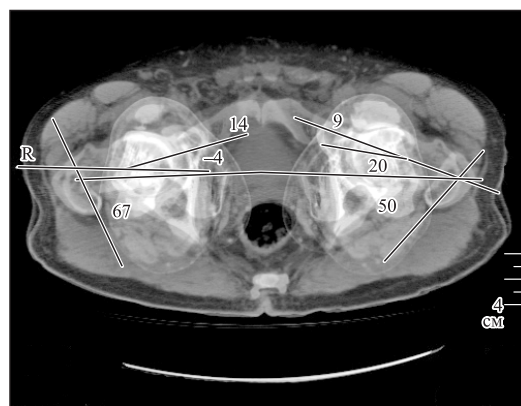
«Наложенные» 3 среза томограммы оценки положения элементов проксимального отдела бедренной кости, используется авторская методика
